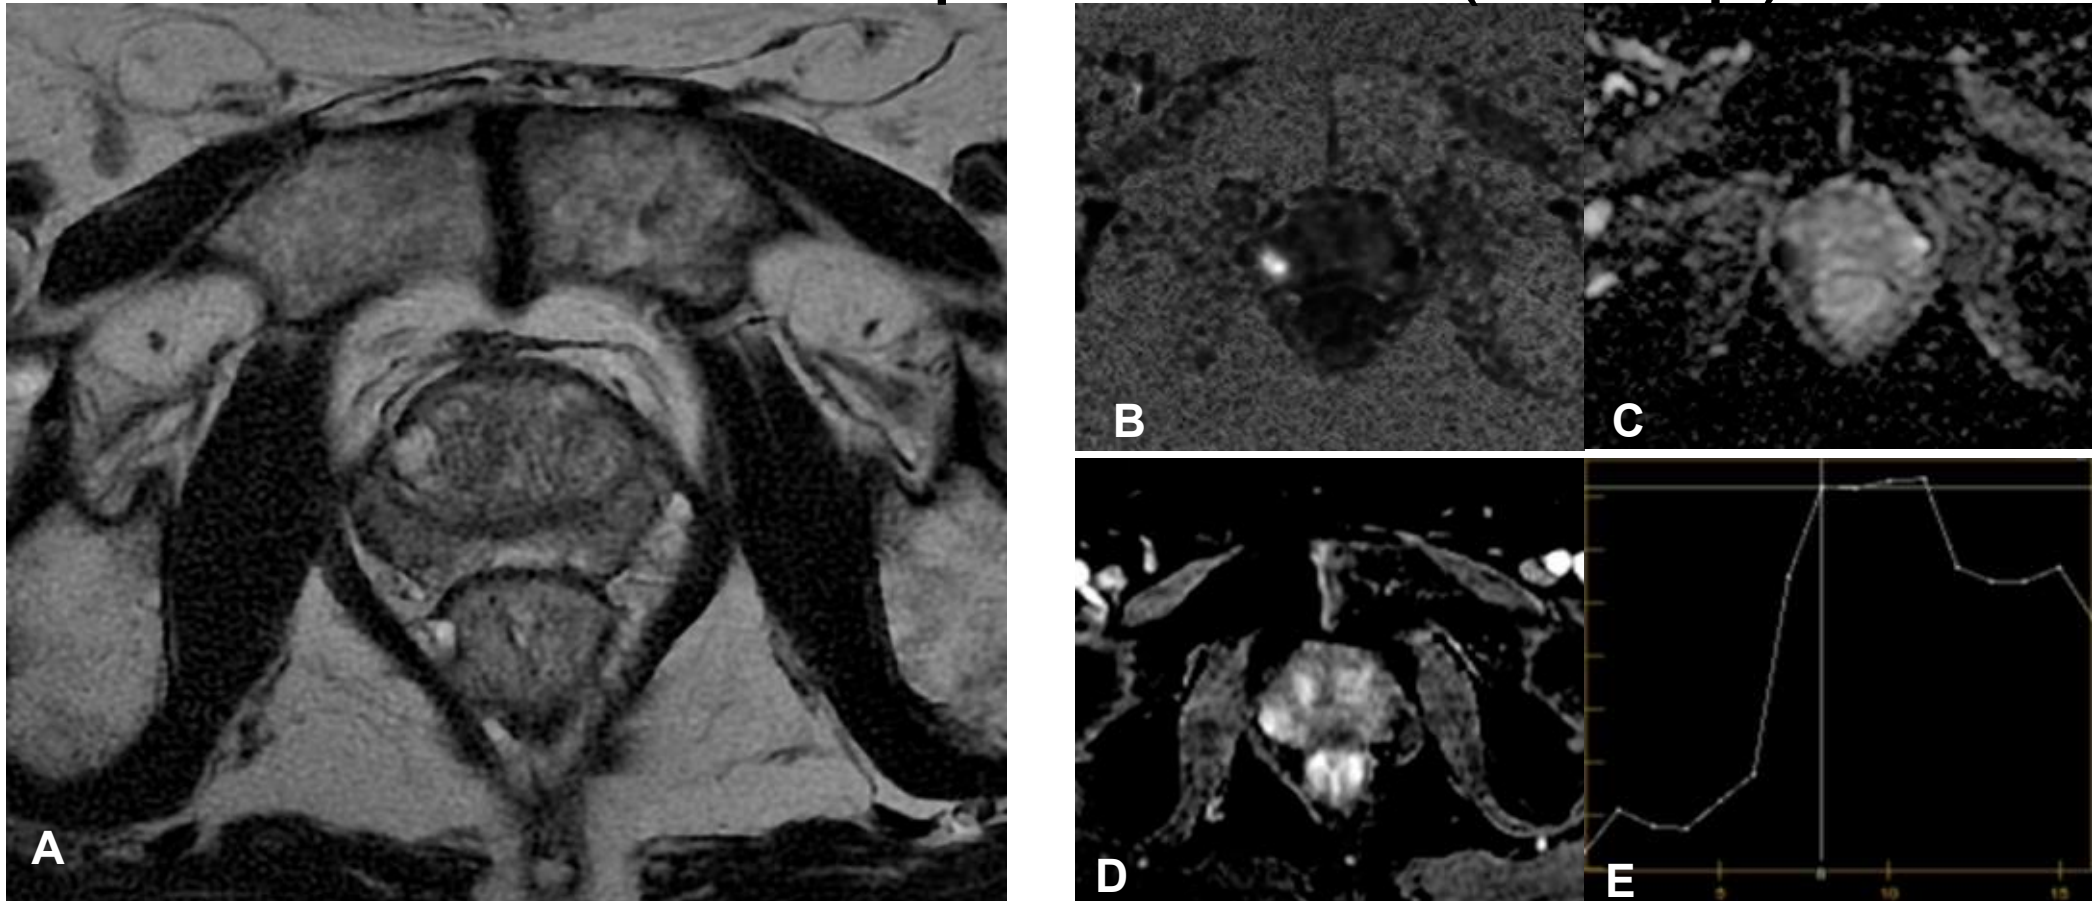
RMmp en paciente con ADC Gleason 4+3=7, con secuencia T2 (A), DWI (B), mapa de ADC (C), DCE (D) y curva de captación (E). Se muestra el análisis multiparamétrico, en donde la interpretación de PI-RADS 5 no se ve afectada por la secuencia de contraste dinámico.
